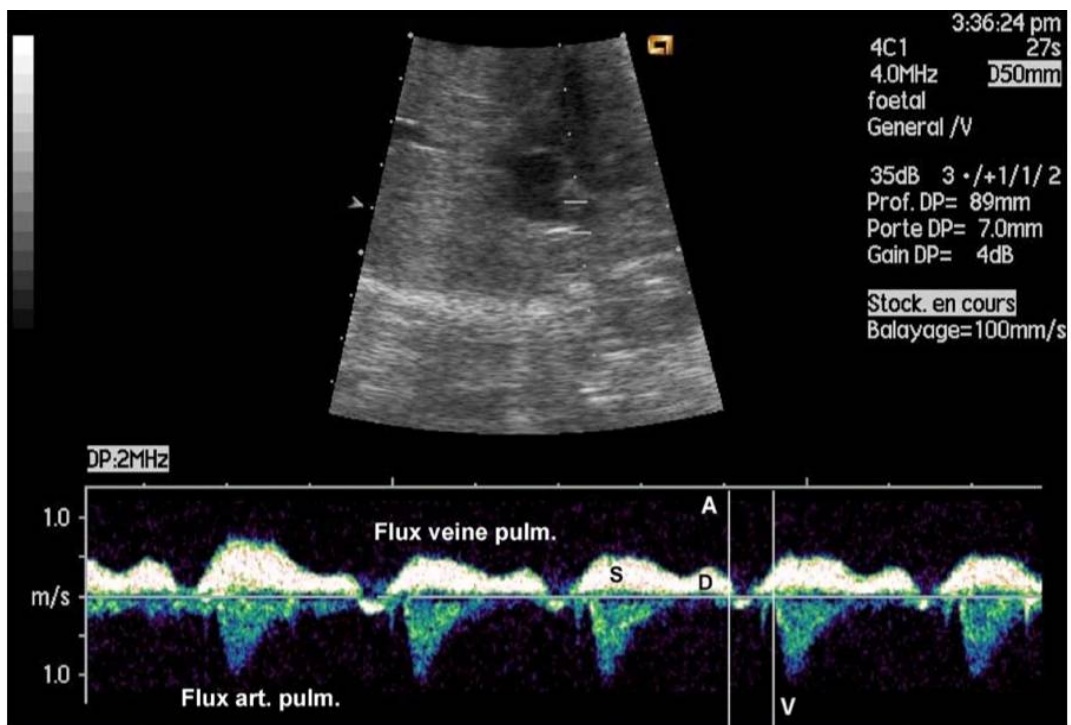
Mesure de l'intervalle AV par enregistrement Doppler des flux veineux et artériel pulmonaire (l'intervalle est délimité par deux traits verticaux) [74]
